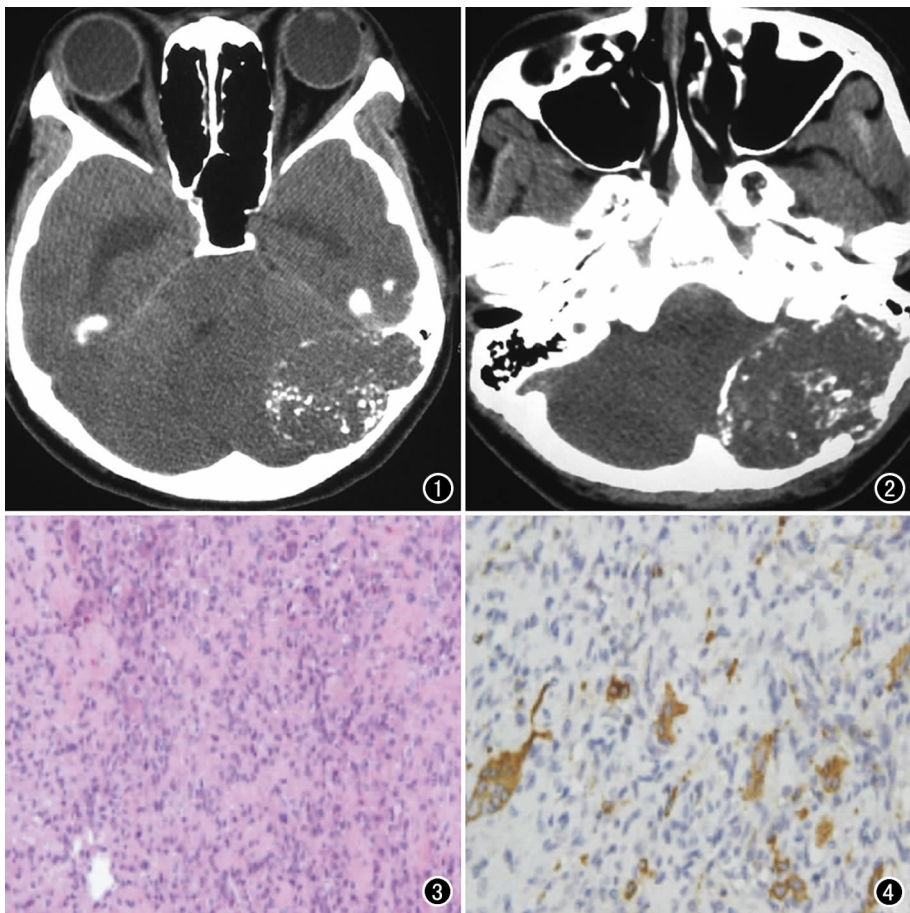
CT 示左侧枕骨局部骨皮质变薄,可见向颅内膨胀性生长的软组织肿块,边界清楚,内散在砂砾样高密度斑点。图 2 CT 示左侧枕骨骨质破坏断裂,肿块贯穿颅骨内外,呈膨胀性生长,边界清楚,可见钙质样高密度薄壳。图 3 镜下示大片新生骨和骨小梁形成,部分区域见破骨巨细胞散在分布(×200, HE)。图 4 镜下示部分区域可见梭形细胞增生伴 AB-PAS 和 S100 标记阳性软骨样基质形成(×400, KP1 染色)。
